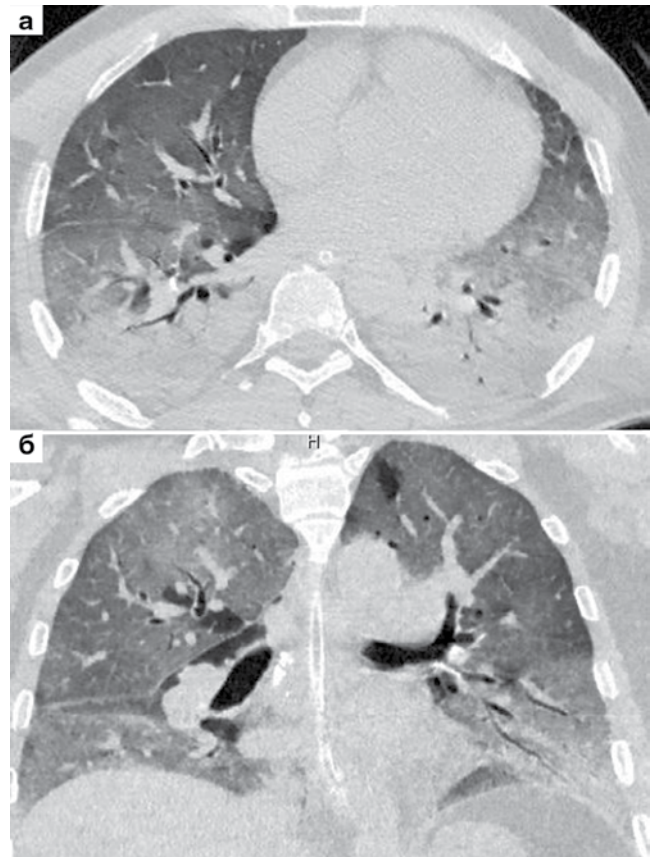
КТ ОГК, 3-и сут госпитализации; массивные диффузные внесегментарные зоны интерстициально-альвеолярной инфильтрации легочной ткани, занимающие практически весь объем легких («белое легкое»); а) аксиальный срез, б) фронтальная реформация
